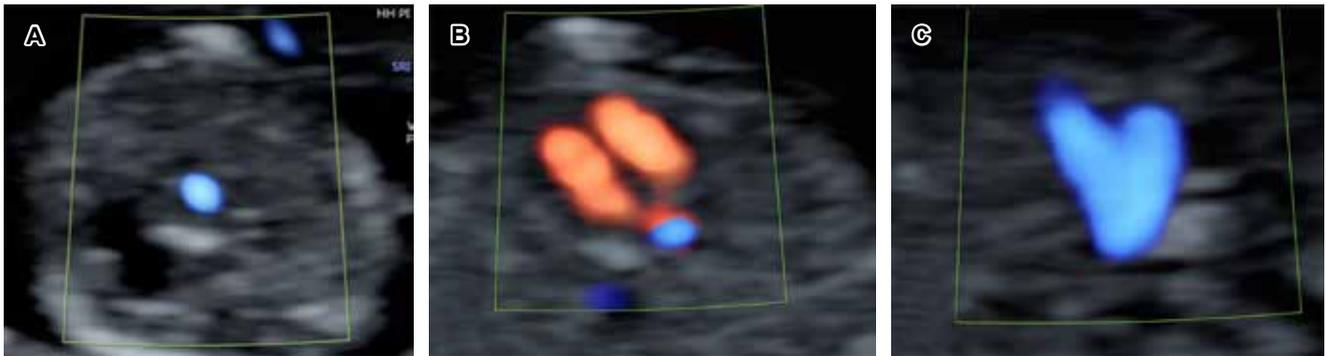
Evaluación cardiaca fetal básica en primer trimestre con Doppler color: A) Corte de abdomen superior. B) Corte de cuatro cámaras. C) Corte de tres vasos y tráquea.
